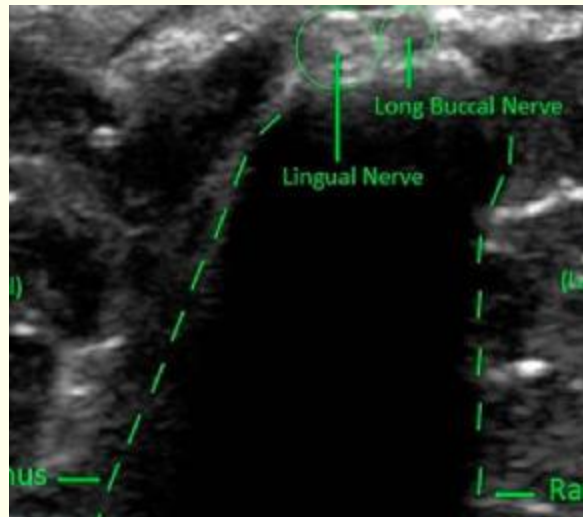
Ultrasound scan of a high lingual nerve close to the ramus.
